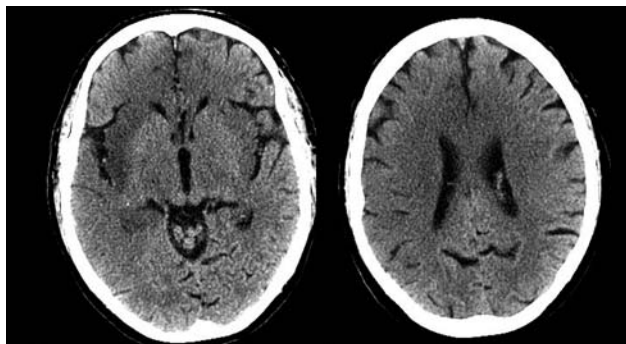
TC craneal sin contraste de control. En un corte a nivel de los ganglios basales (a) se observa disminución de la atenuación en el córtex insular bilateral (), parénquima frontal bilateral (flechas) y el hipocampo derecho (flecha abierta). En un corte superior (b) se observa afectación del parénquima frontal derecho, incluido el giro cingular (doble flecha).*
